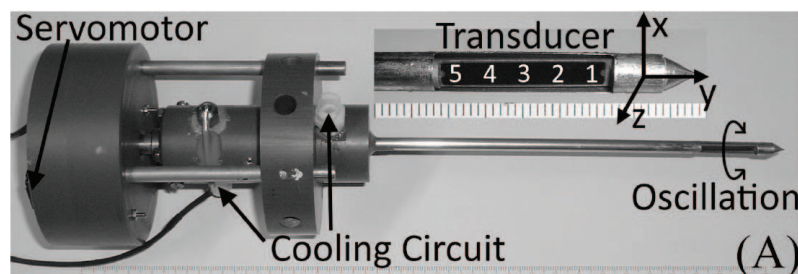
Sonde ultrasonore interstitielle oscillante avec le transducteur 5 éléments dual-mode. La direction du transducteur est contrôlée par un servomoteur à la base de la sonde. Un circuit refroidisseur est aussi présent pour atténuer la chaleur au niveau du transducteur. Image issue de [Owen et al., 2009a].
